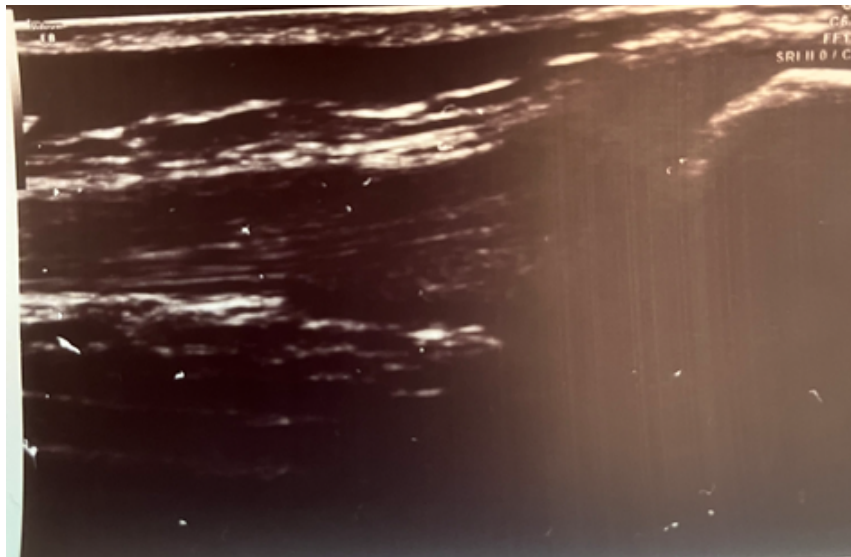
УЗИ правого коленного сустава пациентки с псориазом после назначения базисной терапии метотрексатом
